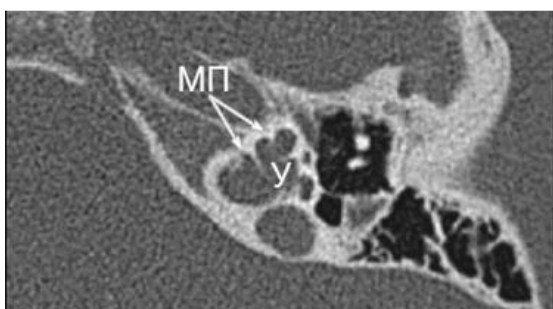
МСКТ височной кости и и 3D моделирование внутреннего уха: неполное разделение улитки III типа; улитка (У) имеет межскалярные перегородки (МП), но костный стержень полностью отсутствует (указано стрелками).
